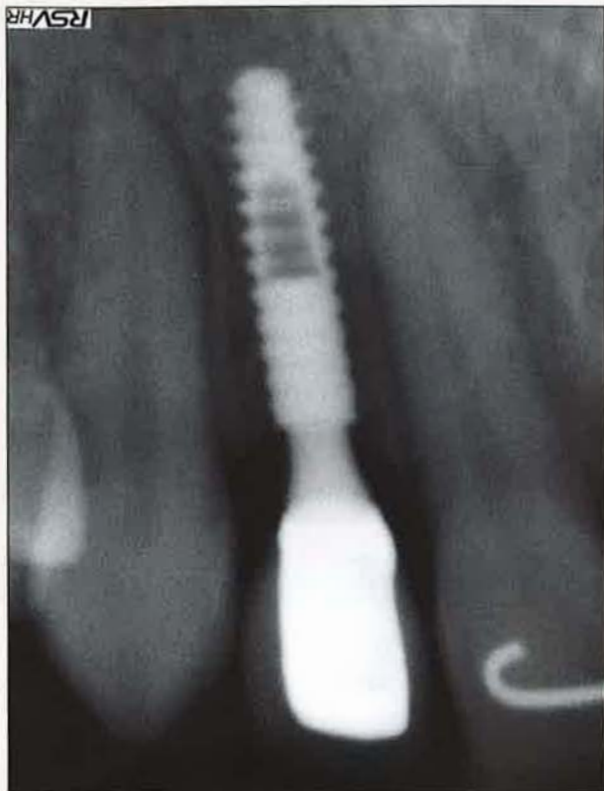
/ Des clichés radiographiques permettent d'observer le faible diamètre de l'implant et surtout du faux moignon prothétique.
